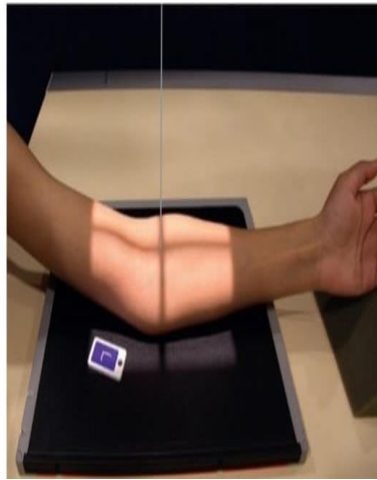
Radiografi *Lateral*
